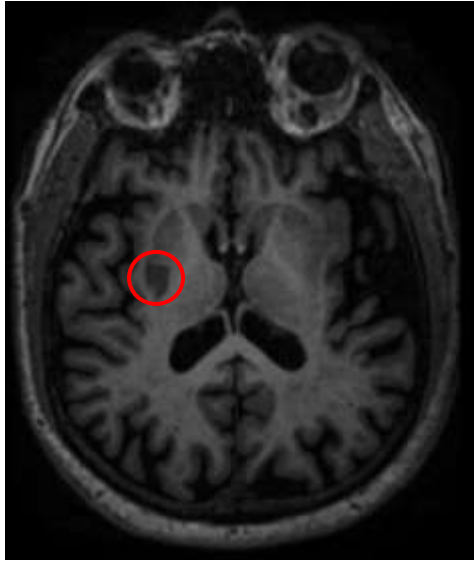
Visualisation d'un infarctus cérébral sur une image de pondération T1 en IRM, 6 mois après AVC. La lésion apparaissant en hyposignal est entourée en rouge. Vue radiologique. Source : Protocole STROKDEM, Pr Régis Bordet.
